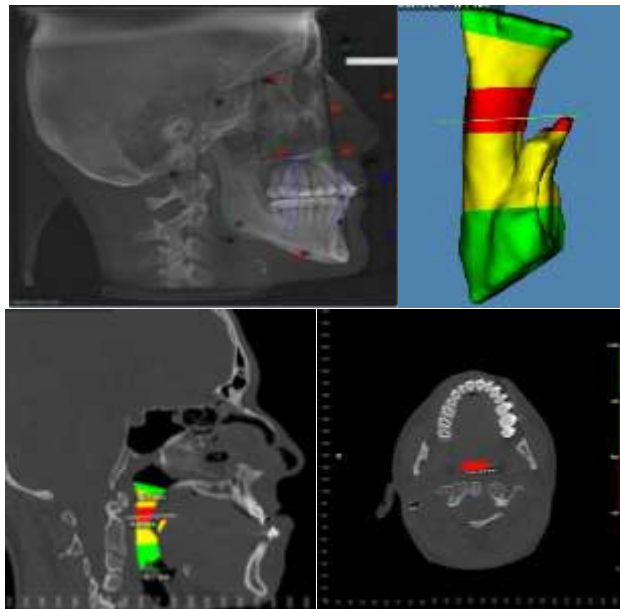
CBCT de uno de los participantes del estudio tomadas de Dolphin. a. cefalometría medidas angulares. b. Medida Volumétrica. c. medidas lineales. d. medidas transversal.
